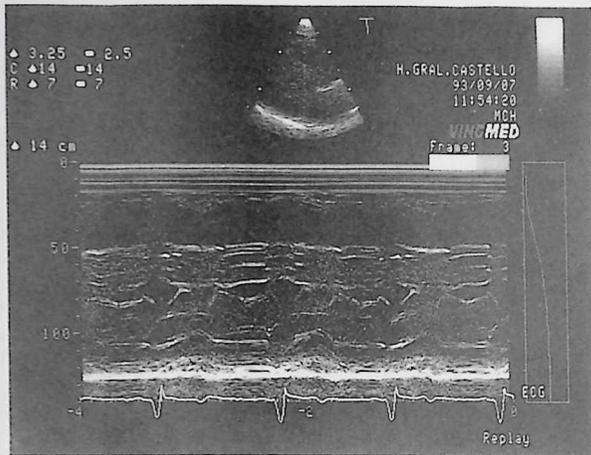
Ecocardiograma en Modo M posterior a la implantación del MP. Se observa una disminución del contacto sistólico válvula mitral-tabique.
